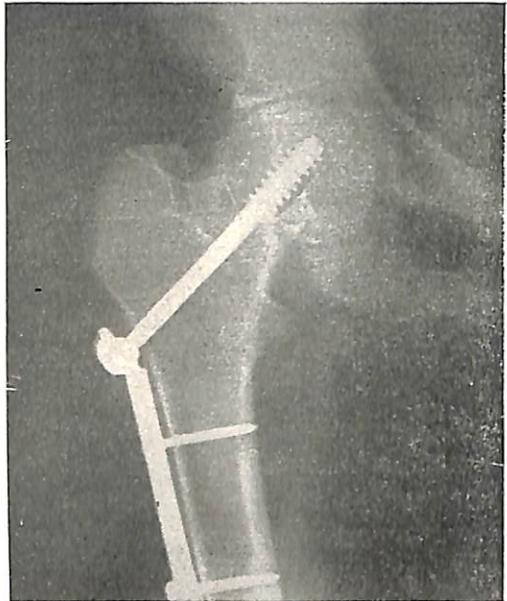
Отломки скреплены винтом с фиксированной к нему диафизарной накладкой. Рентгенограмма в передне-заднем направлении.
